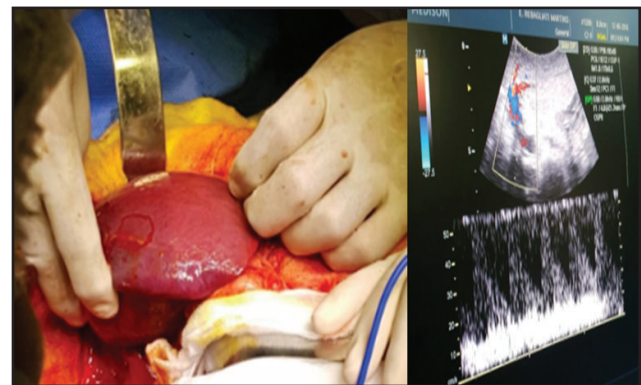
Injerto hepático implantado en la Receptora y eco-doppler con buen flujo arterial.
